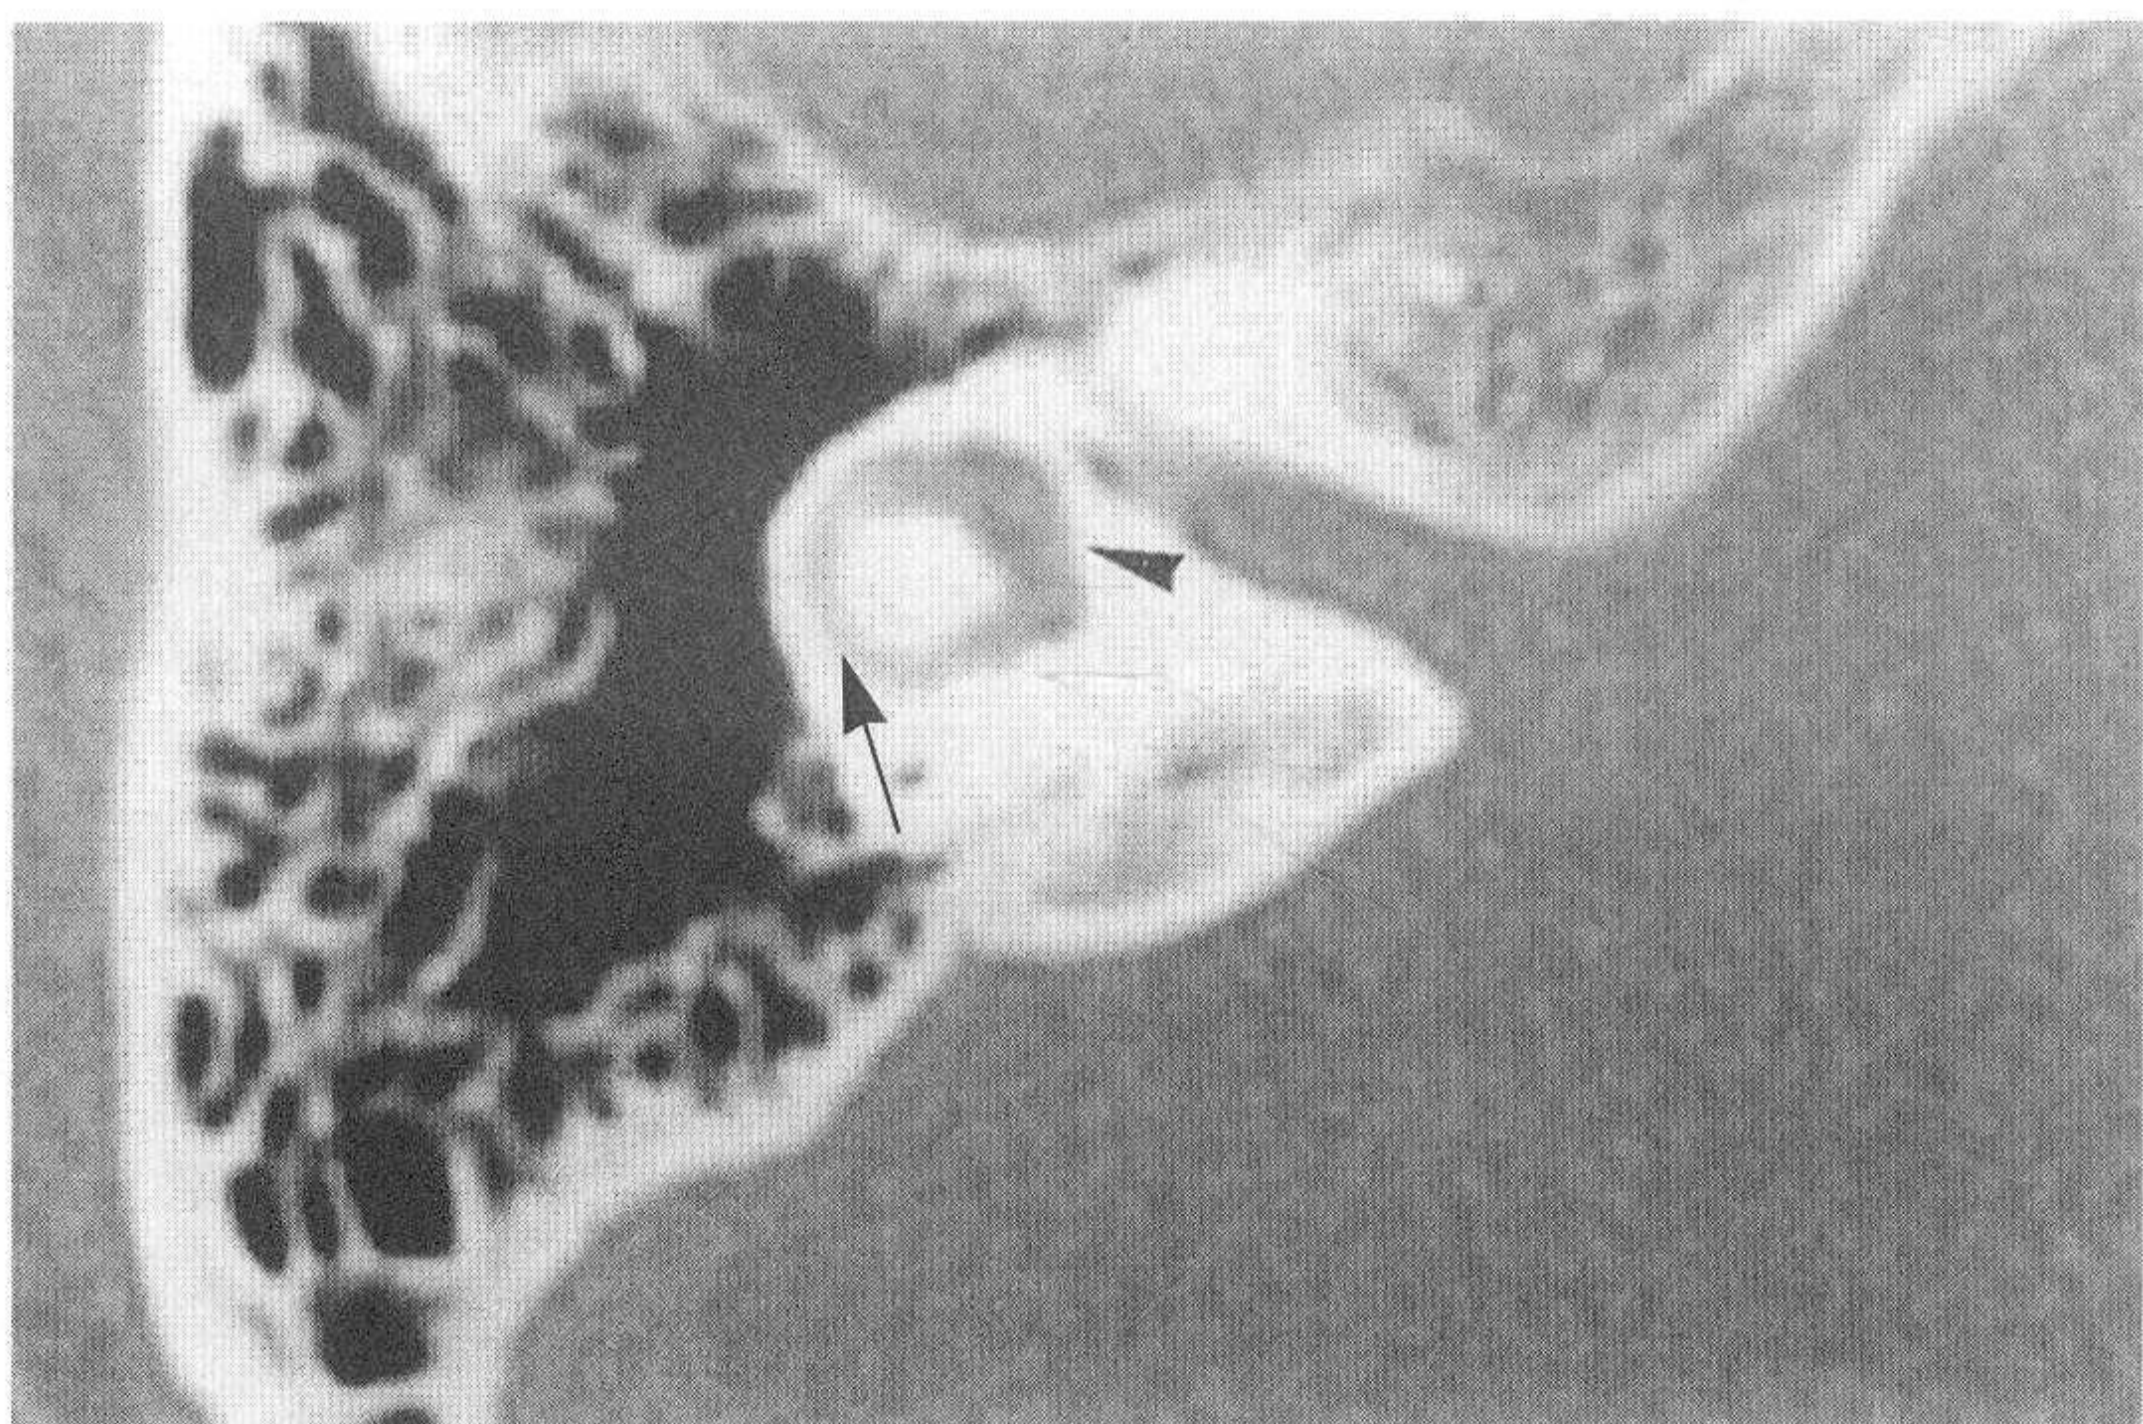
对应正常颞骨CT图像（小箭头示前庭，大箭头示水平半规管）
